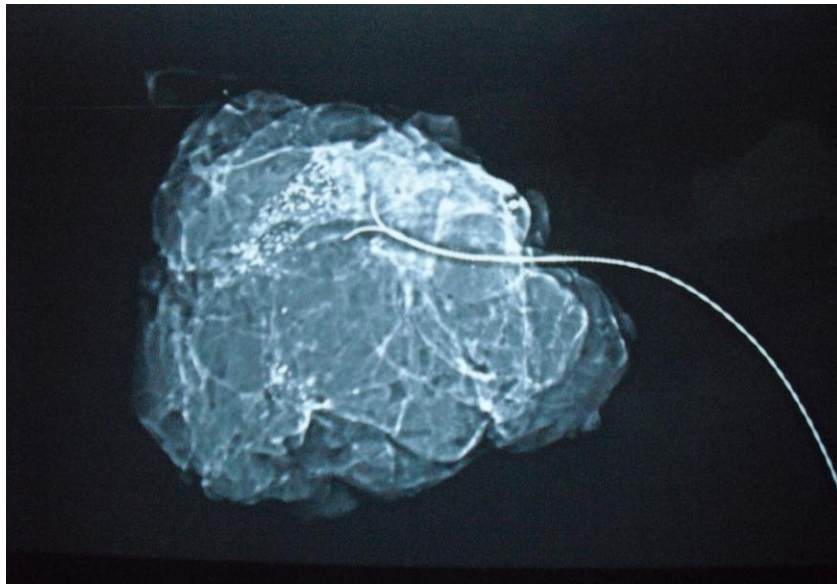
Radiographie de la pièce opératoire : microcalcifications centrées par le harpon.
